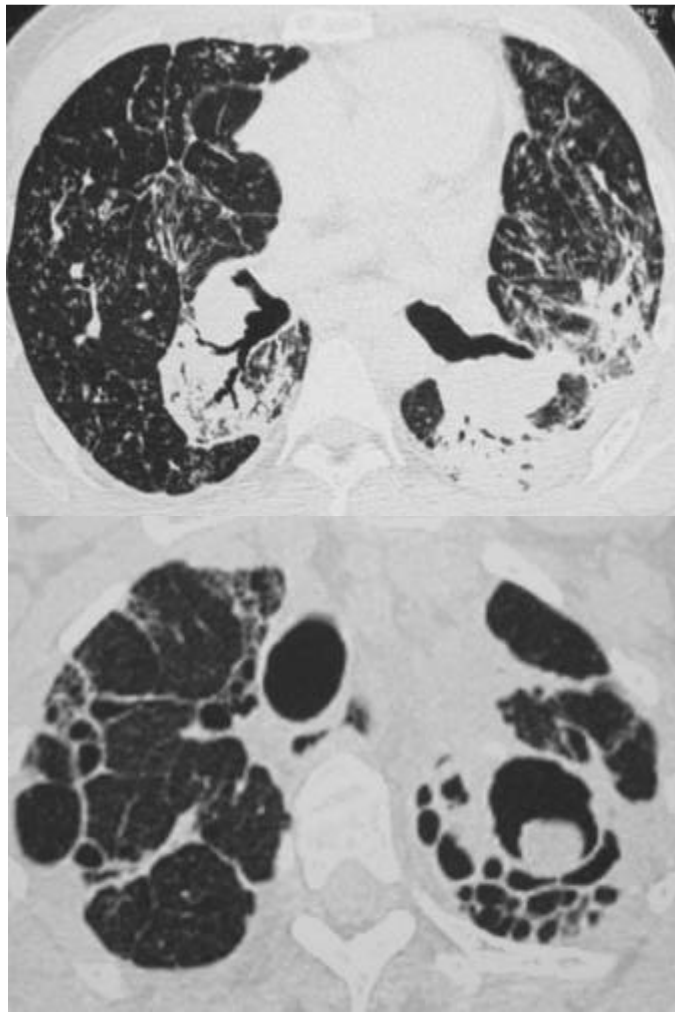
TDM thoracique d'une sarcoïdose stade IV. (a) distorsion des axes broncho-vasculaires et des masses péri hilaires. (b) rayon de miel et aspergillome apical gauche à l'intérieur d'une cavité.
